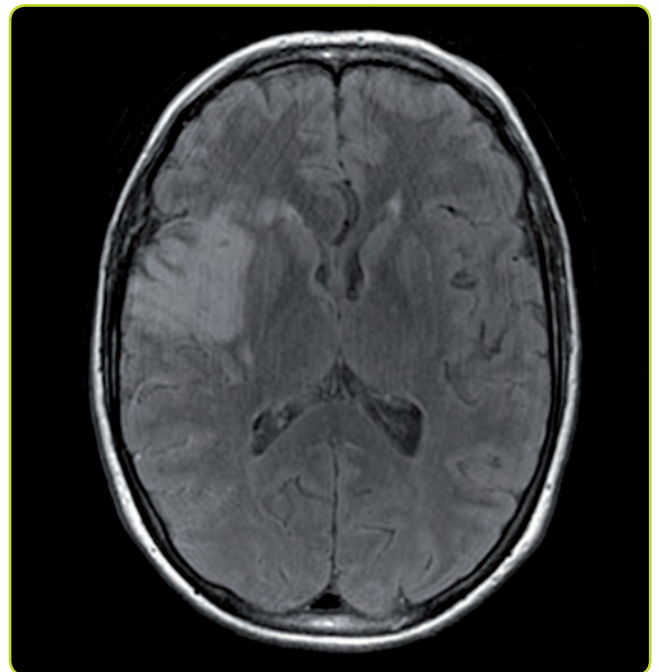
Infarto agudo en territorio de la arteria cerebral media derecha. La RM (secuencia FLAIR, que es T2 pero con supresión del LCR) muestra un área hiperintensa a nivel de la ínsula derecha que corresponde a la zona isquémica.
